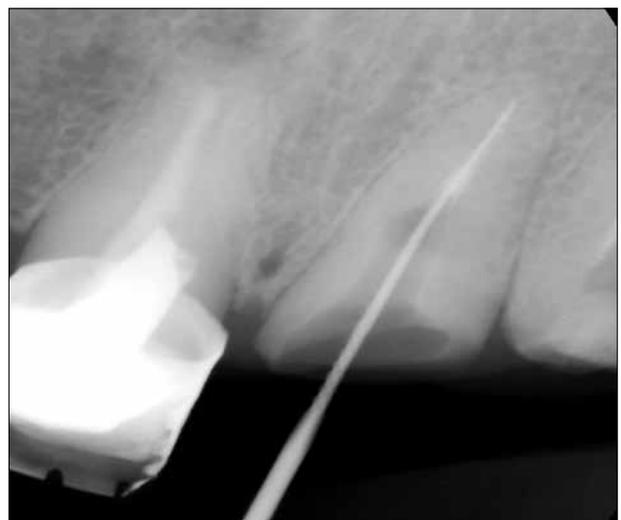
Clinical case №3. X-ray of the 21st tooth with the file induced till the apex
